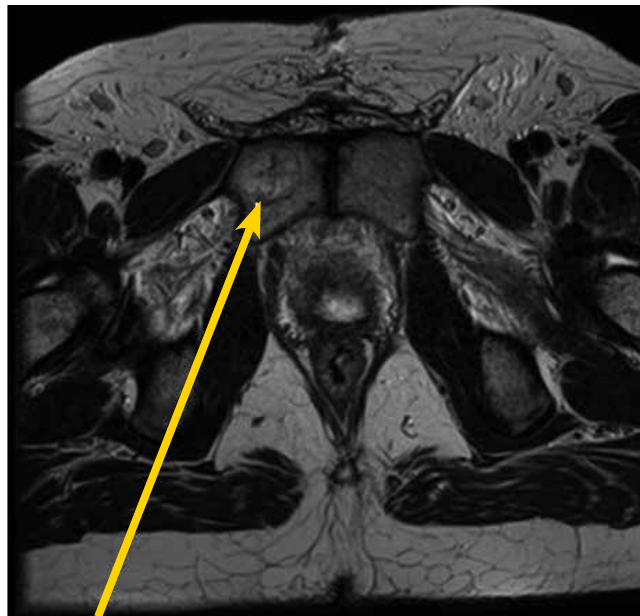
МРТ. Метастаз в лонную кость справа. 01.03.2011 г.
